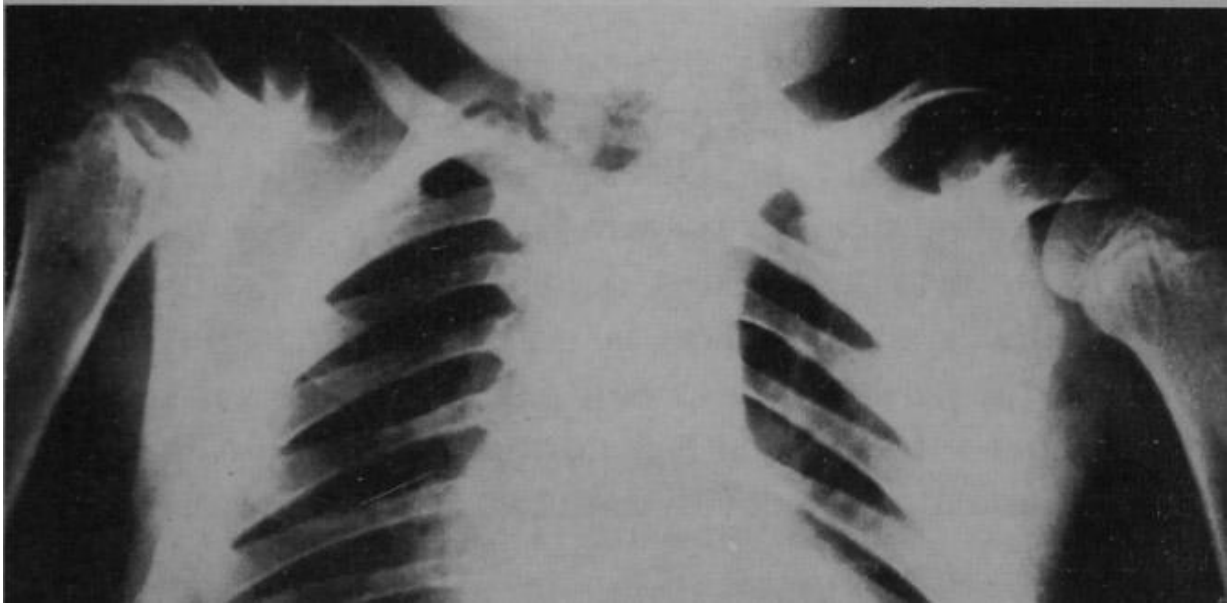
Radiografía de ambos hombros, con evidentes alteraciones epifisarias.
